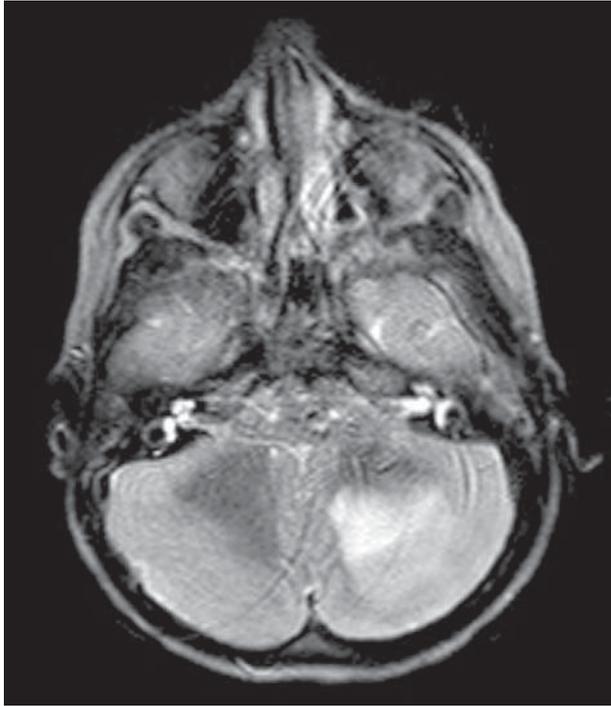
МРТ головного мозку в горизонтальній проекції в режимі FLAIR, котра демонструє гіперінтенсивне вогнище псевдотуморозного ураження в півкулі мозочка EBV-етіології (7)
